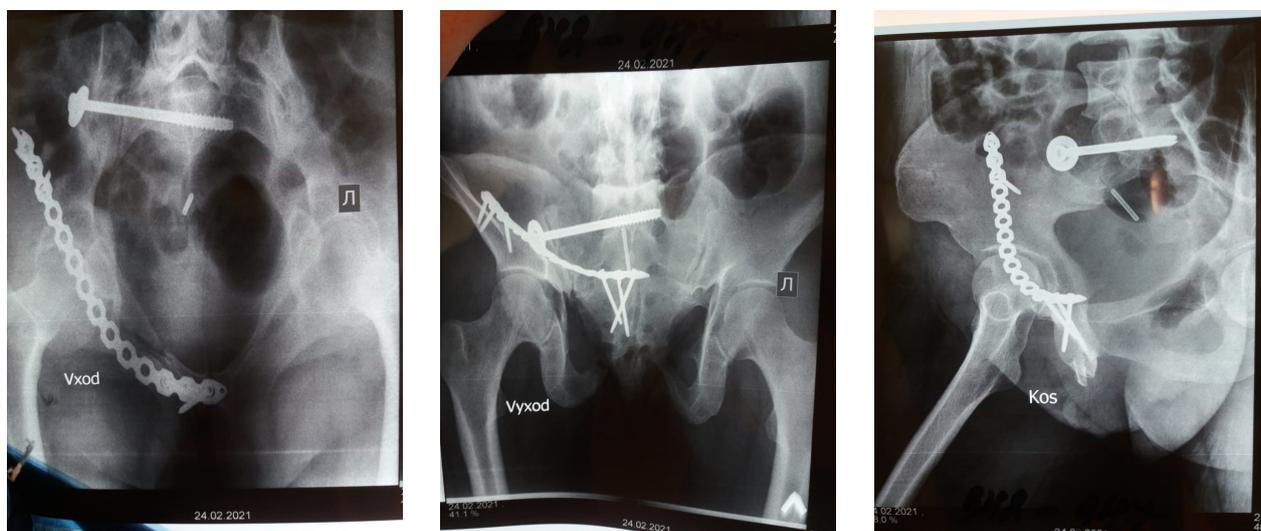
Обзорная рентгенография костей таза после операции
